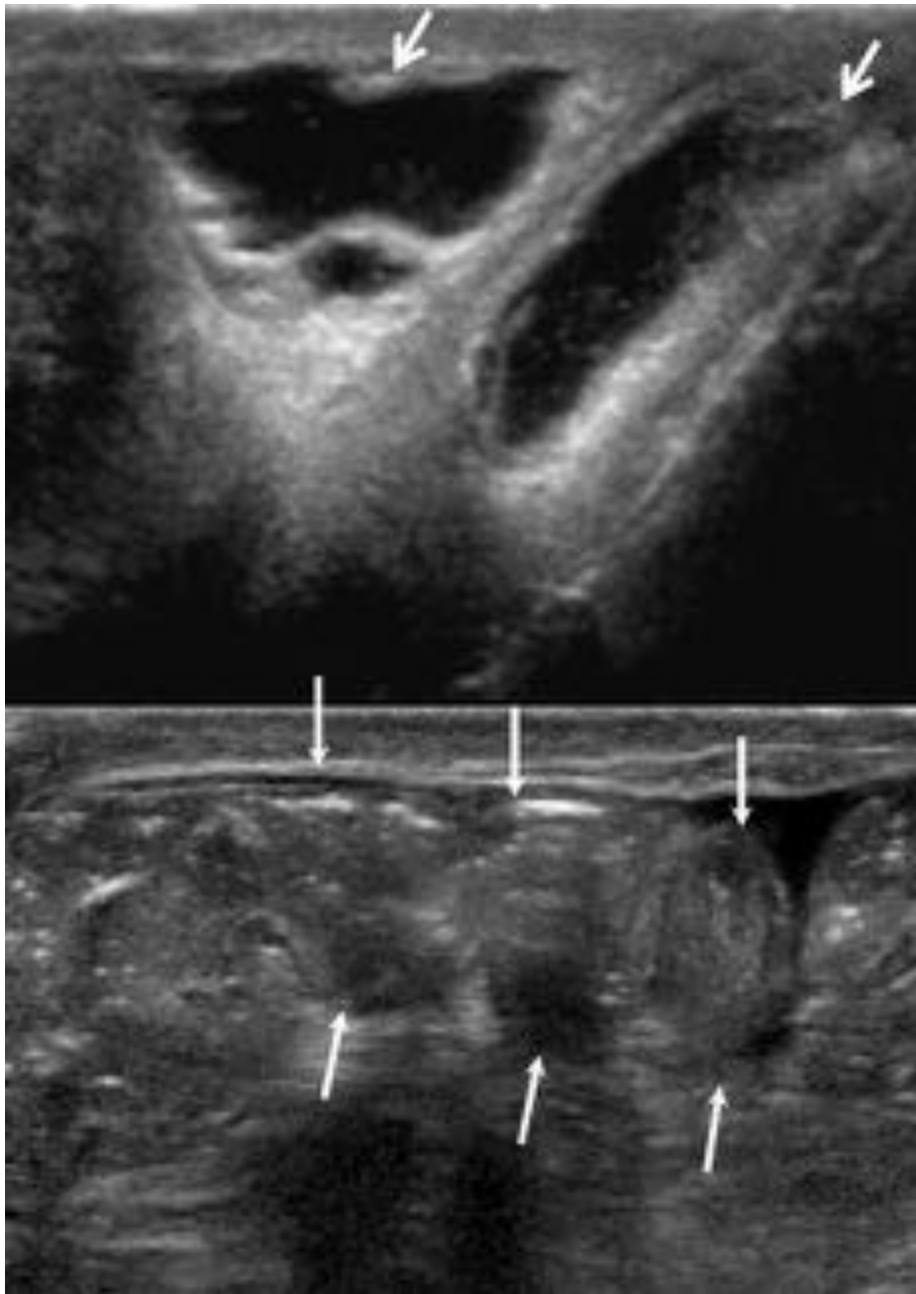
Hernia inguinoescrotal. Paciente con tumoración inguinal izquierda. En la ecografía con la sonda de menor frecuencia se ven asas intestinales (flechas) que descienden desde el canal inguinal, con líquido y gas en su interior, hallazgos que se demuestran mejor con la sonda de alta resolución (imagen inferior).
